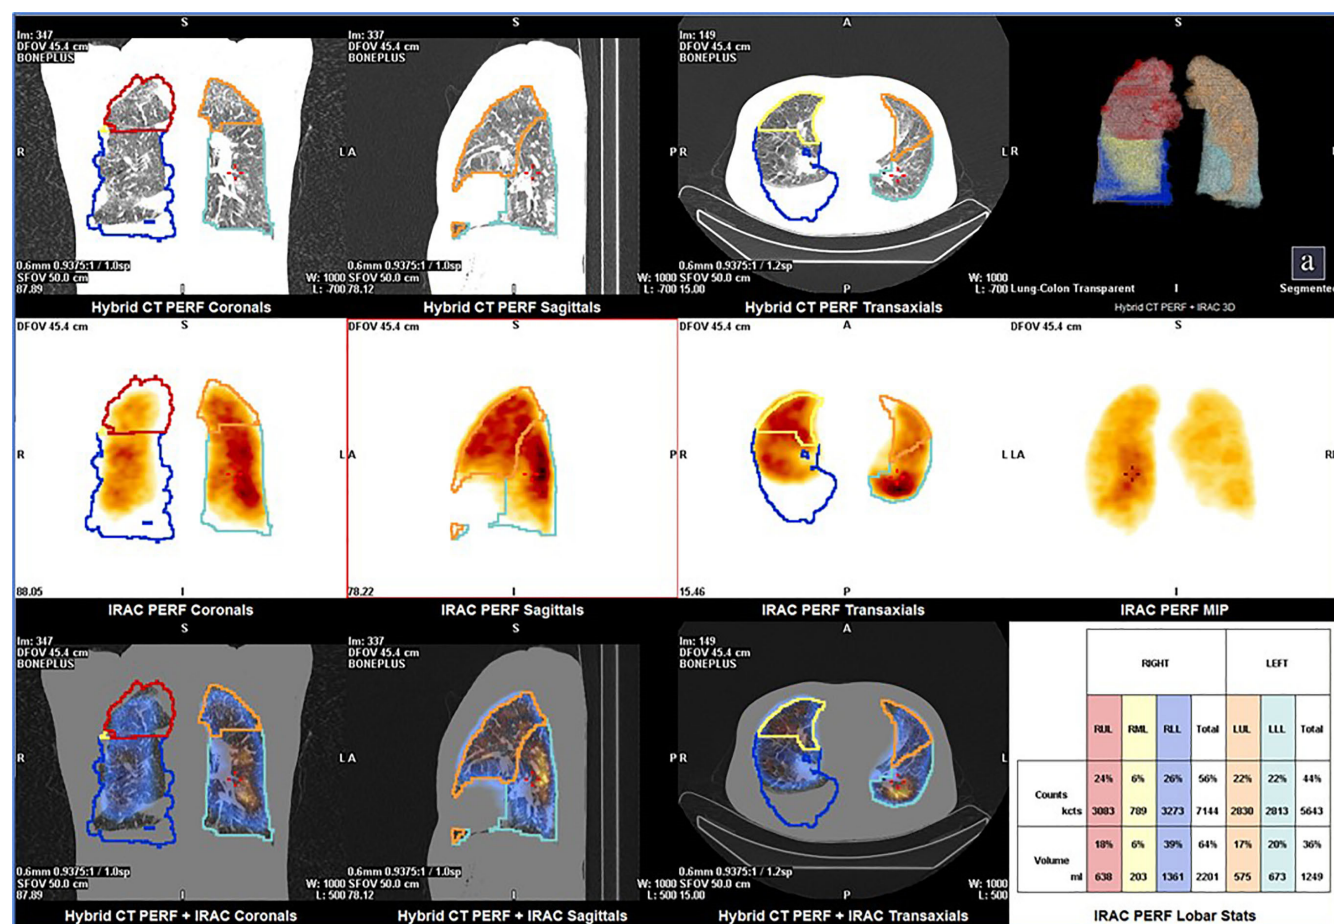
ОФЭКТ-КТ исследование у пациентки с системной красной волчанкой. Подозрение на ТЭЛА. Д-димер 1230 Нг/мл. При выполнении совмещенного исследования выявлены застойные изменения в виде ретикуляции, уплотнения междольковых перегородок, расширения просветов сосудов. Субплевральные участки консолидации легочной ткани. Зона «матового стекла», формирование инфарктов. Жидкость в плевральной полости. Выраженные диффузные изменения микроциркуляции. Данных за ТЭЛА не получено (собственные данные)
